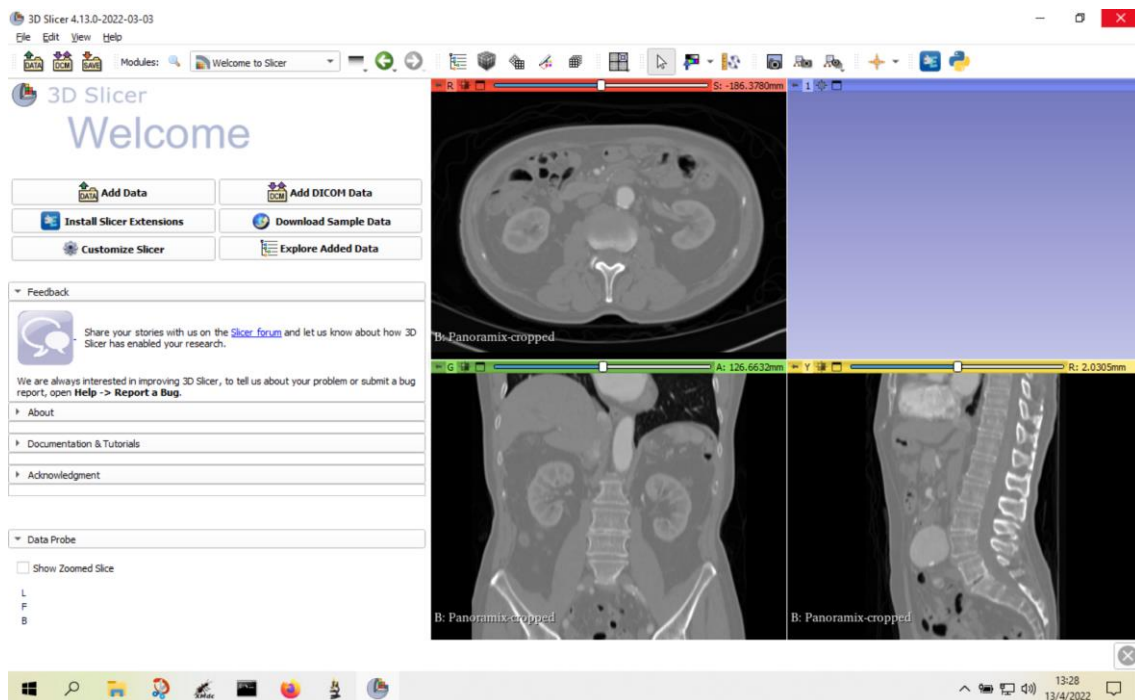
Acaba de cargarse la TAC y aparecen vistas de los 3 planos
